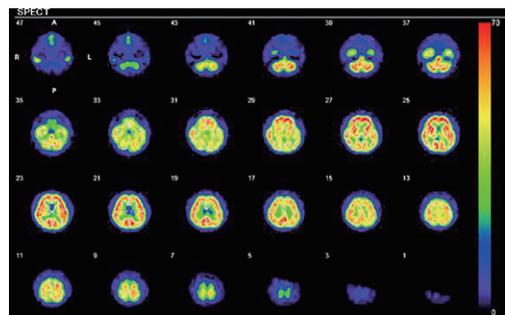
安静時<sup>123</sup>I-IMP SPECT
